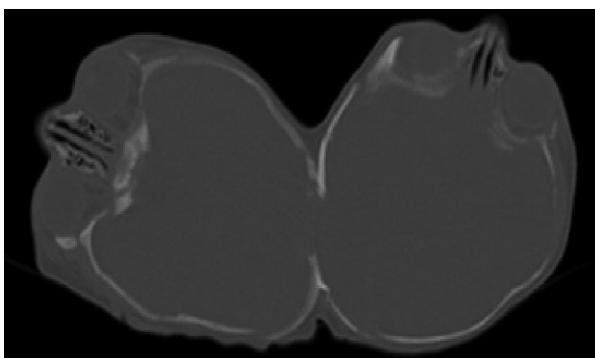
Tomografía. Ventana ósea. Defecto bicortical occipital (izquierda) y temporooccipital (derecha)
